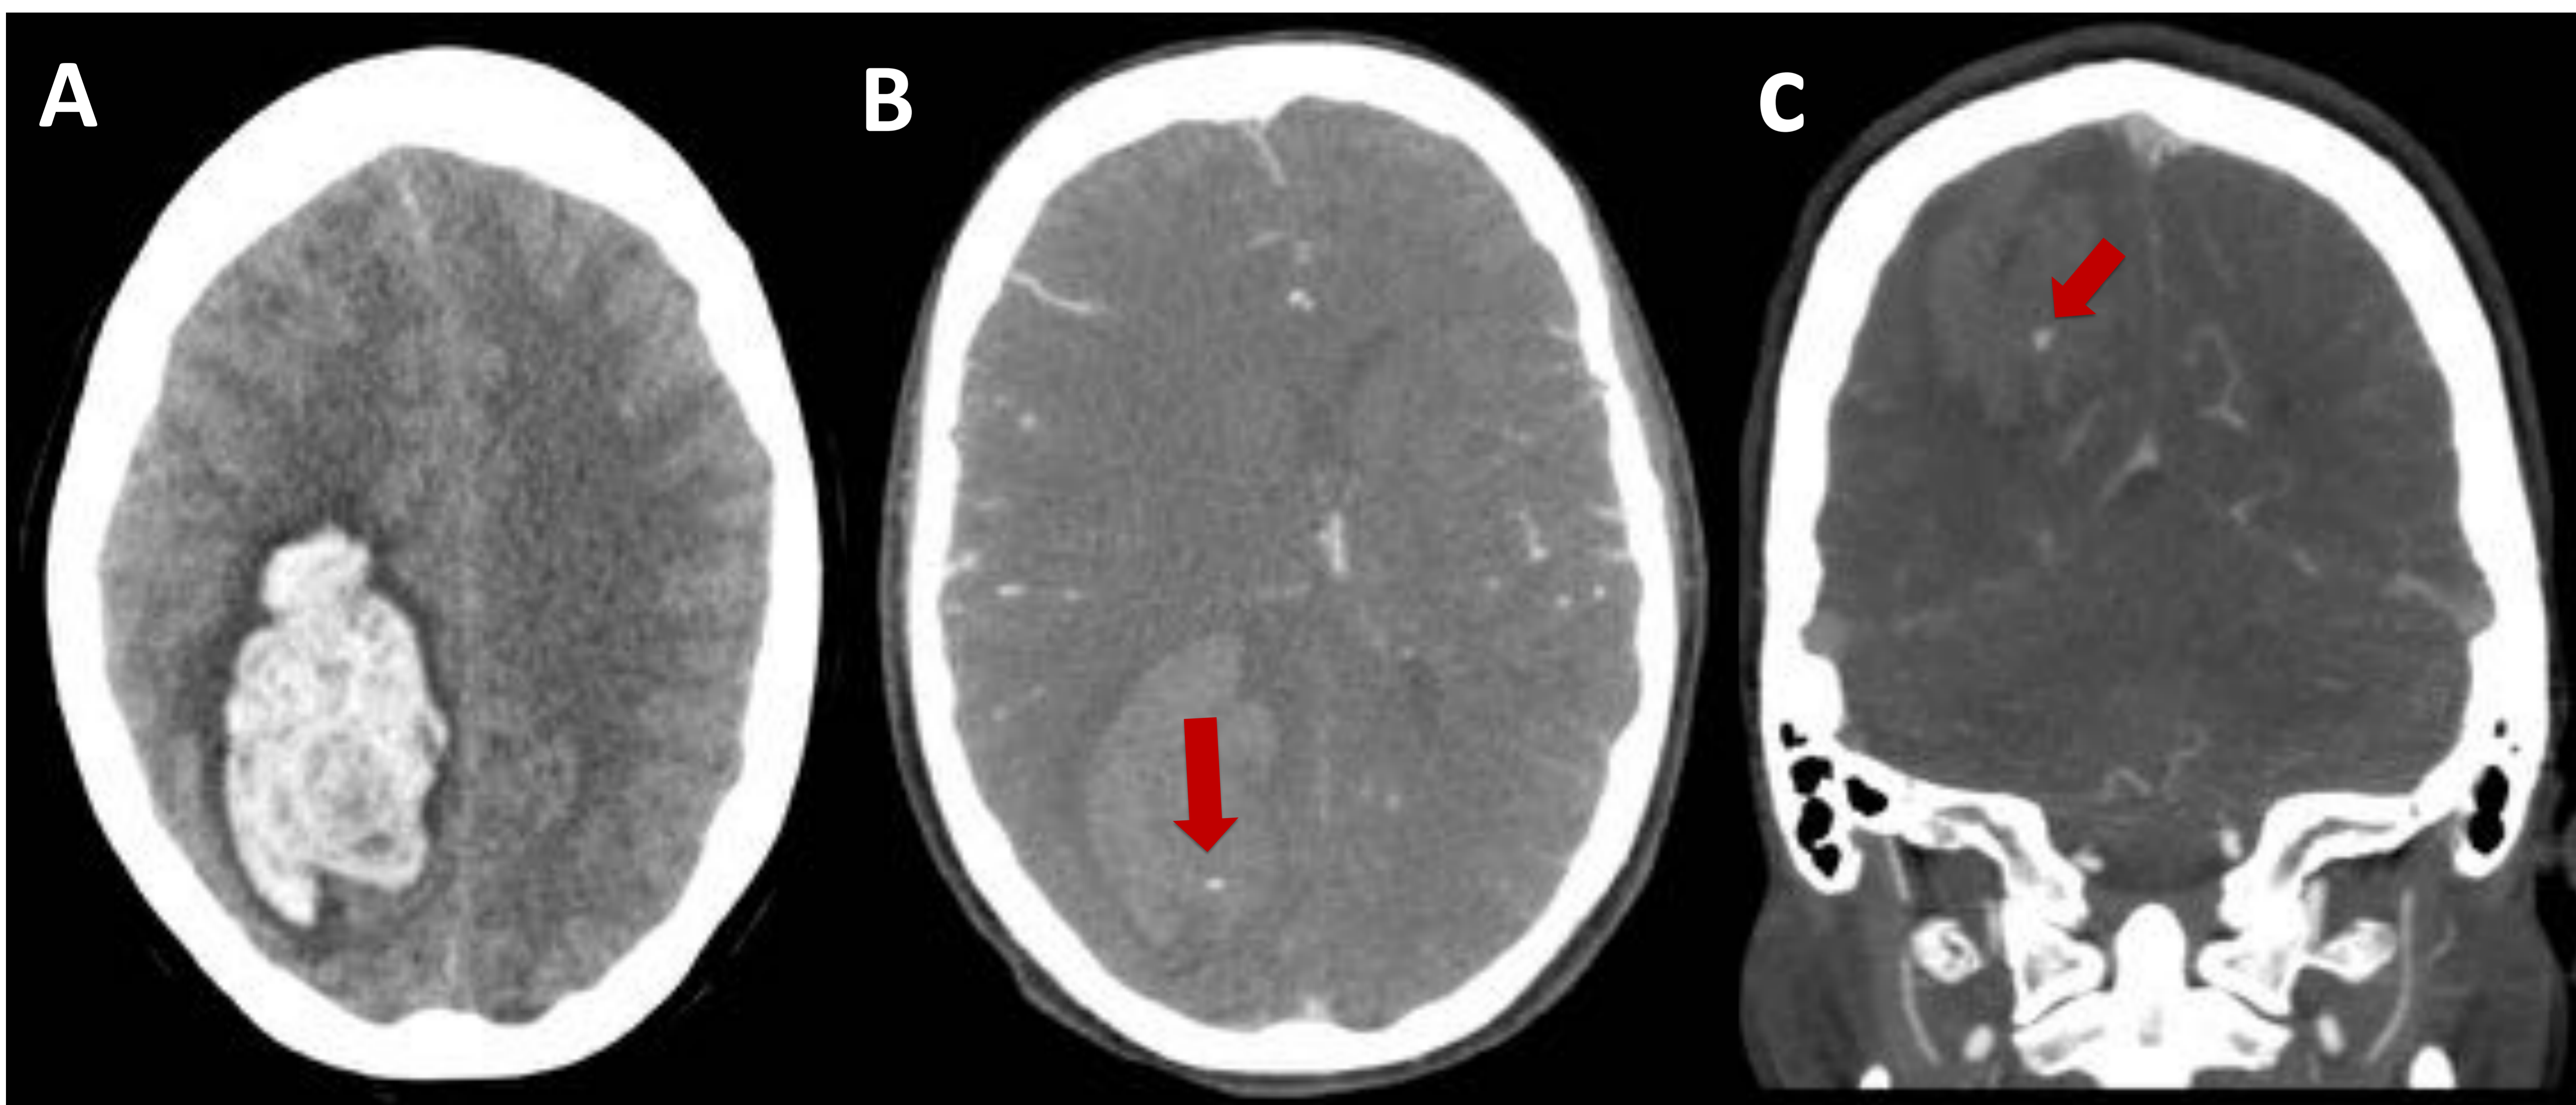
Spot sign. A) TC cerebral sin CIV: hematoma intraparenquimatoso parieto-occipital derecho con signos de herniación subfalcial. B) Reconstrucción axial y C) coronal MIP (3 mm) de Angio-TC cerebral donde se observa imagen milimétrica hiperdensa (2 mm axial) en el espesor del hematoma sugestiva de foco de sangrado (flecha roja).
